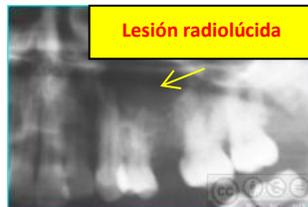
Radiografía panorámica.⁹
